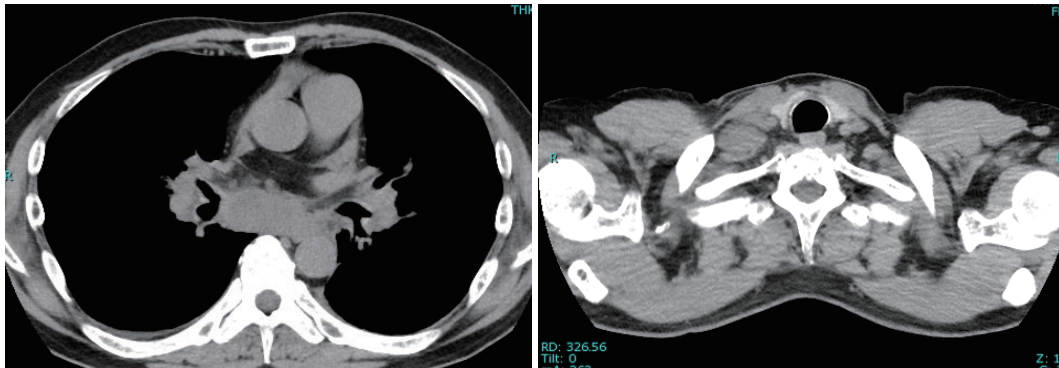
Chest computed tomography (CT) at initial admission showed enlarged bilateral hilar, mediastinal, and right supraclavicular fossa lymph nodes and a right adrenal mass.
